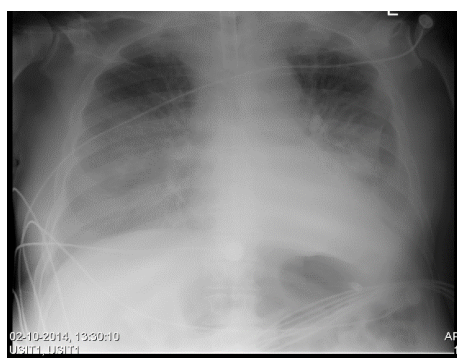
Telerradiografia de tórax de 02/10/2014 com traqueostomia
